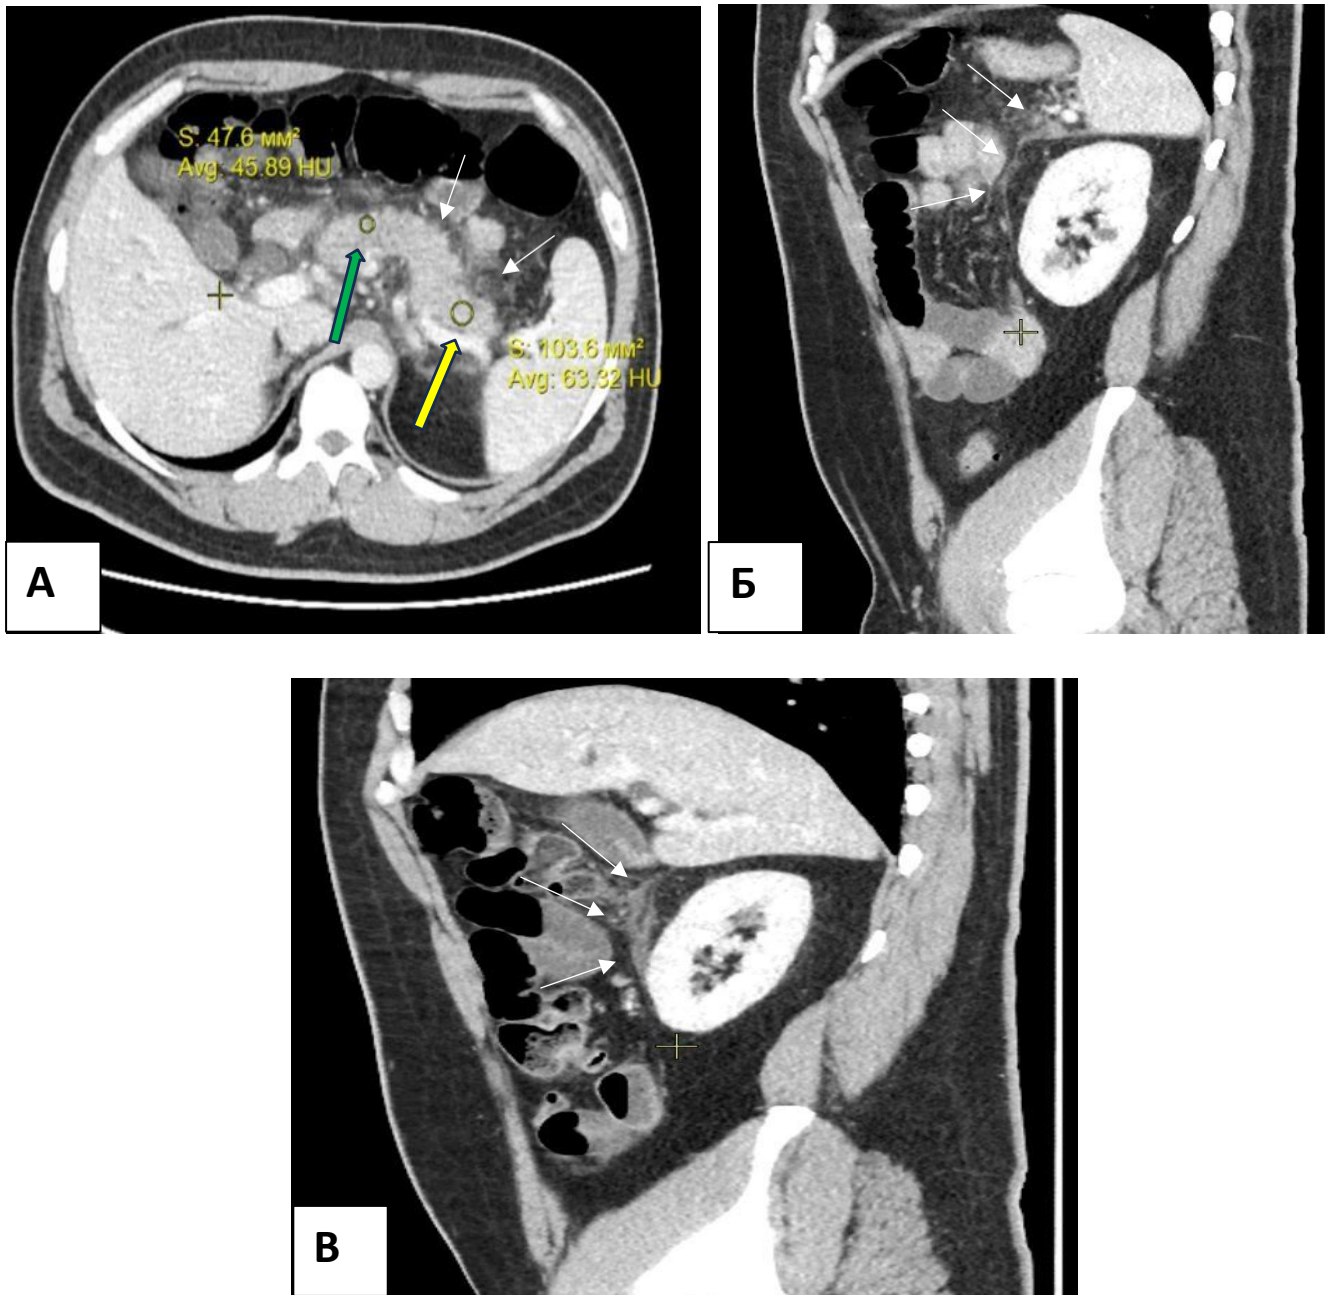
КТ с внутривенным болюсным контрастированием, венозная фаза. 1 сутки заболевания. А – аксиальная проекция, негетомогенное накопление контрастного препарата в шейке ПЖ, 45 Ну (зеленая стрелка), накопление контрастного препарата в хвосте ПЖ сохранено, 63 Ну (желтая стрелка). Локальный парапанкреатит: инфильтративные изменения парапанкреатической клетчатки в области хвоста (белые стрелки). в области переднего листка фасции Герота слева (Б) и справа (В)
